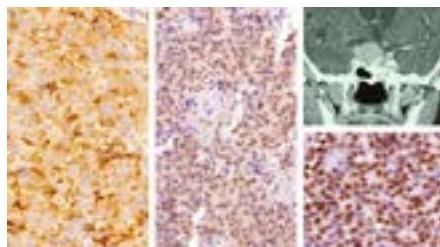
Evaluarea IHC și imagistică (CT [computer tomografie]) a unui pacient cu prolactinom gigant: 1 – expresie intens pozitivă pentru PRL, (+), x80; 2 – expresie intens pozitivă pentru PIT-1; 3 – expresie intens pozitivă la nivel nuclear pentru SF-1, x40; 4 – evaluare imagistică la 1 an postoperator
